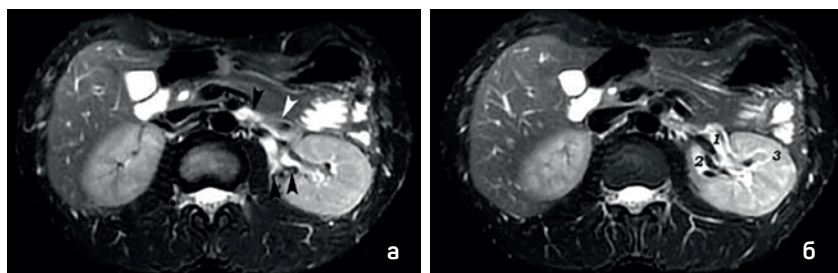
МРТ при переднем синдроме Щелкунчика, T2 ВИ с жироподавлением в аксиальной плоскости: а) Отмечается гиперинтенсивность ЛПВ (черные стрелки) вследствие застоя крови в ней. При этом прочие сосудистые структуры (НПВ, воротная вена, ВБА, аорта) без застоя кровотока выглядят как участки выпадения МР-сигнала. Гипоинтенсивный артефакт от турбулентного кровотока в просвете ЛПВ отмечен белой стрелкой. Помимо этого, отмечается близкое прилегание ВБА к аорте, что и стало причиной компрессии ЛПВ; б) 1,2 — ветви ЛПВ, 3 — внутрипочечная коллатеральная вена. Отмечается некоторая гиперинтенсивность левой почки в сравнении с правой, что указывает на отек левой почки, вторичный по отношению к венозной гипертензии
